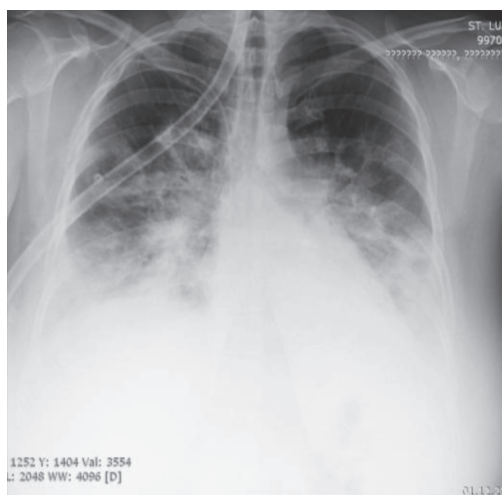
Больная С., 38 лет, рентгенограмма ОГК от 1.12.2015 г.
